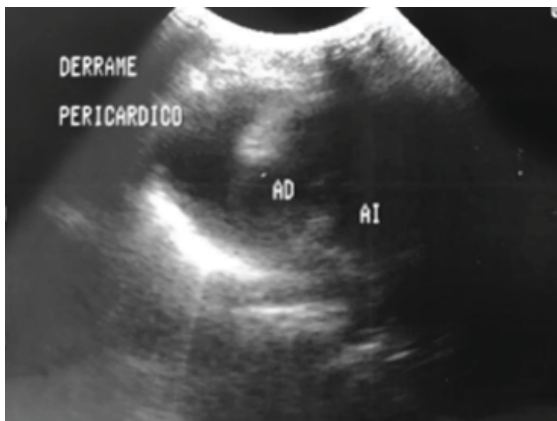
Ecocardiograma diagnóstico en el que se aprecia derrame pericárdico.
